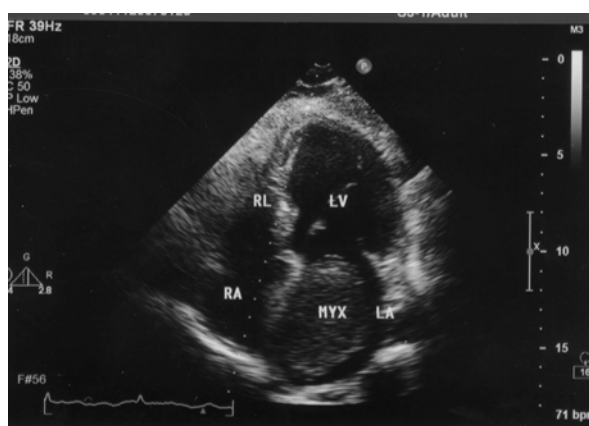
Трансторакальная двухмерная эхокардиограмма больной Е., 49 лет.
